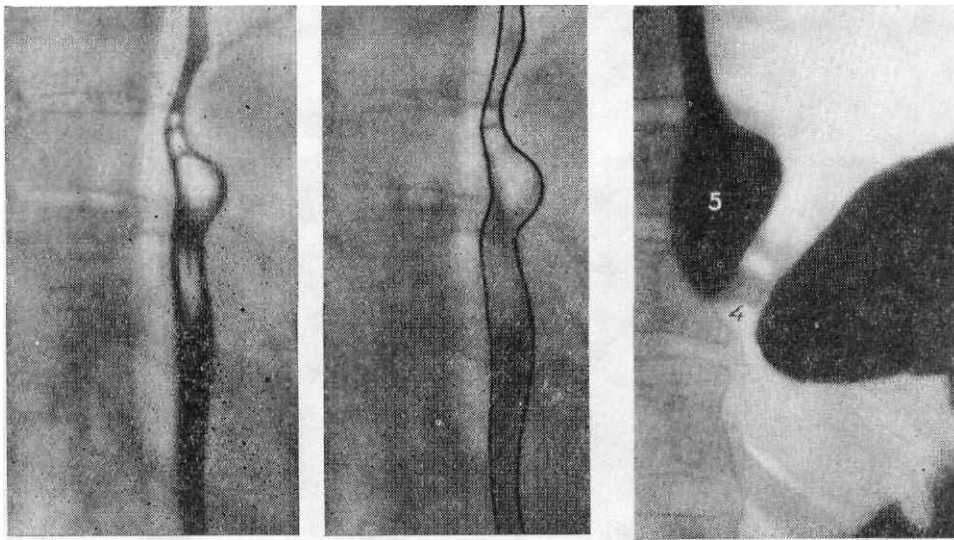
Рентгенограммы пищевода в правой косой передней проекции. Выражены второе и третье сужения пищевода, симулирующие дивертикул пищевода.
